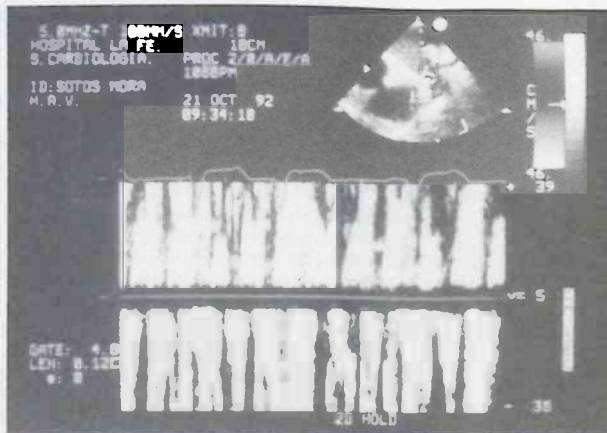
Ecografía transesofágica con Doppler pulsado y volumen de muestra situado en orejuela izquierda, pudiéndose objetivar la presencia de un flujo tásico en su interior.
